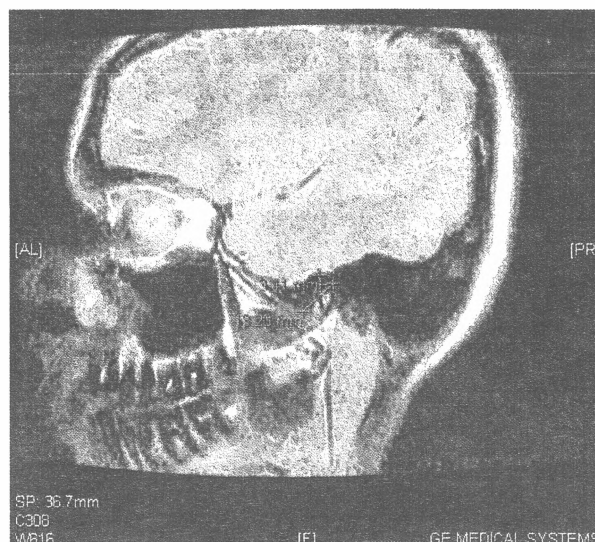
МР-томограма лівого СНЩС пацієнтки Б-р., 27 років. Укладка TMJ Osag FSE T₂ в стані закритого рота. Вимірювання розмірів суглобового диску за допомогою шкали магніто-резонансного томографа.
